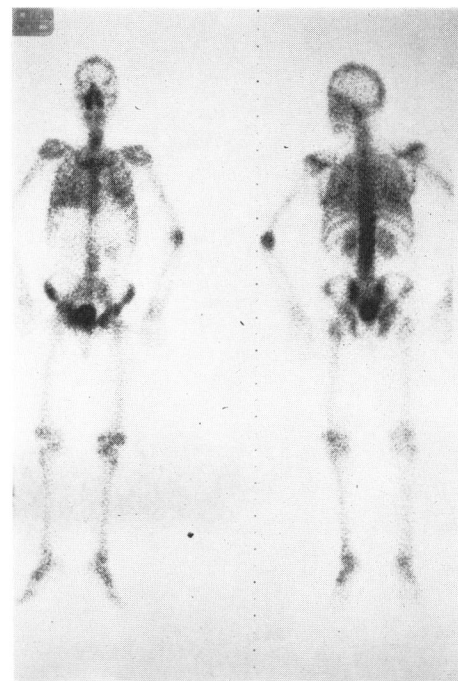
Bone scintigram after the treatment with cis-diamminedichloroplatinum; all the metastatic lesions have disappeared.
